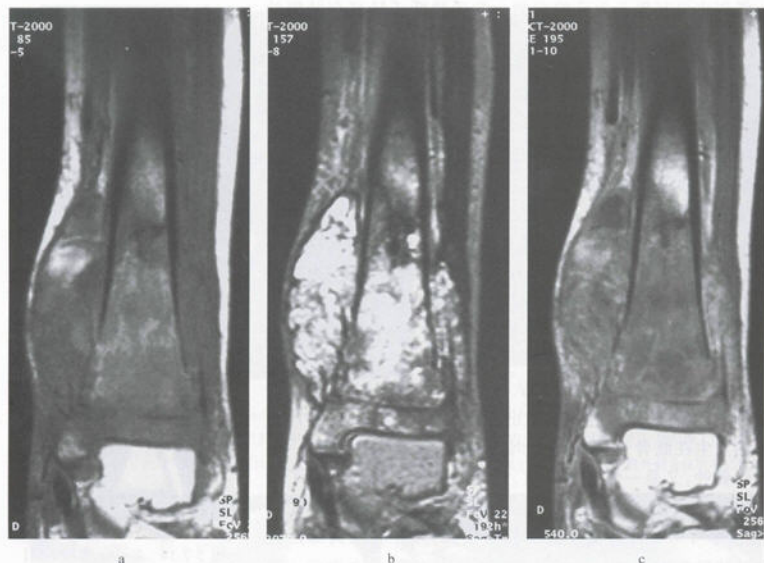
MRI 显示 Ewing 肉瘤软组织纤维性分隔
